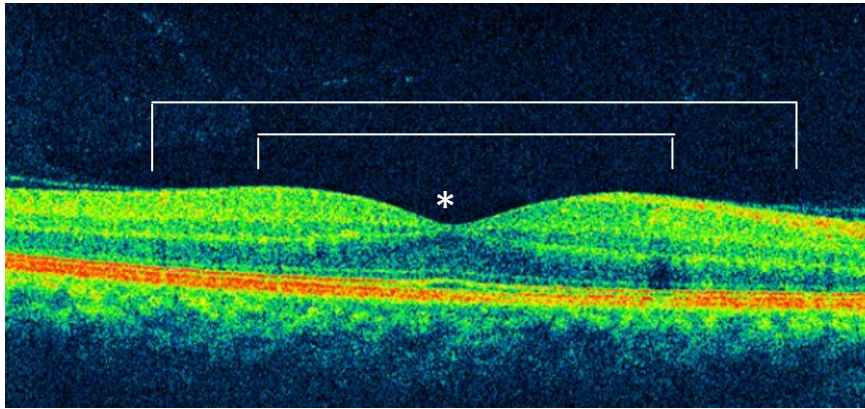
Darstellung der Makula lutea mittels optischer Kohärenztomographie.
